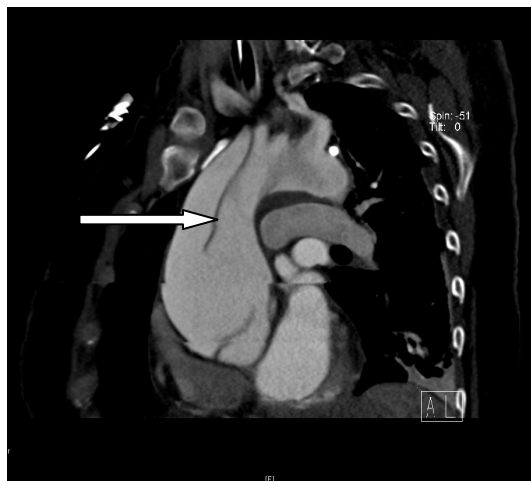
Computertomographie, sagittale Rekonstruktion, Dissektion in der Aorta ascendens
